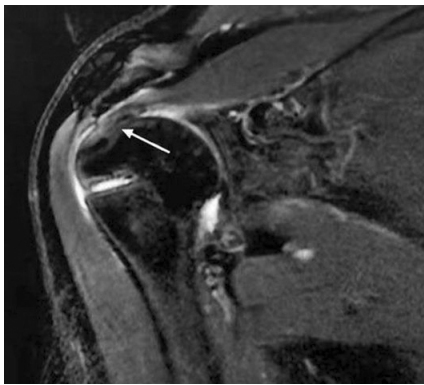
女,47 岁,冈上肌腱关节侧部分撕裂采用穿线法套索固定术后末次随访 23 个月时 MRI
